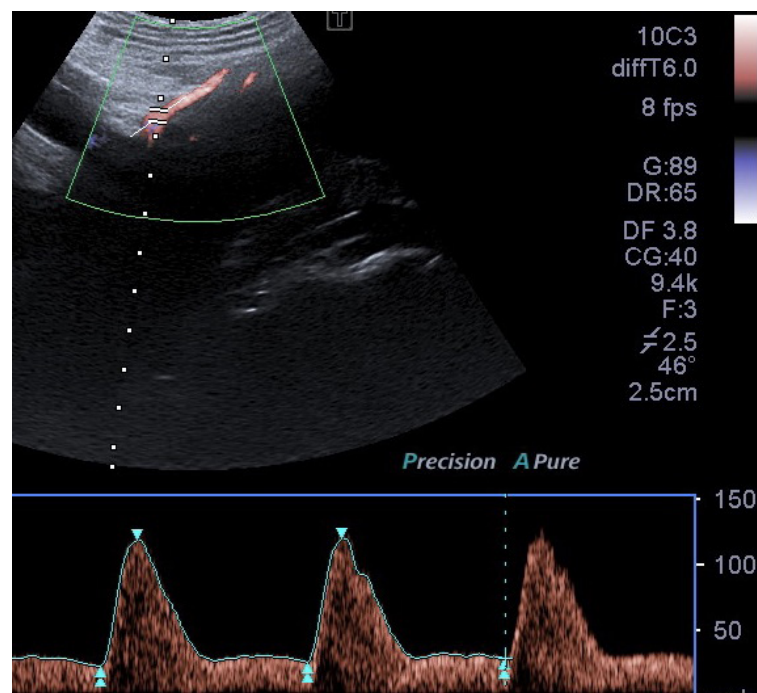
Estudio Doppler de arteria uterina.
